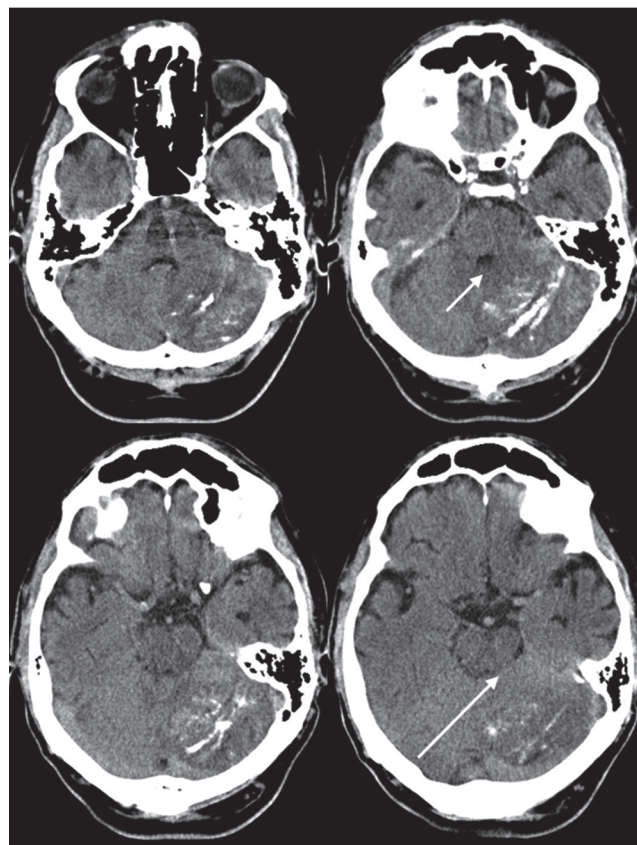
Imágenes axiales de tomografía computada sin contraste evidencian una lesión tenuemente hipodensa, heterogénea y de márgenes imprecisos en el hemisferio cerebeloso izquierdo, extendiéndose hacia el vermis. Nótese los focos de calcificaciones y el ligero efecto de masa, expresado por una leve asimetría del IV ventrículo (flecha corta) y la reducción del calibre de la cisterna cuadrigeminal homolateral (flecha larga).
